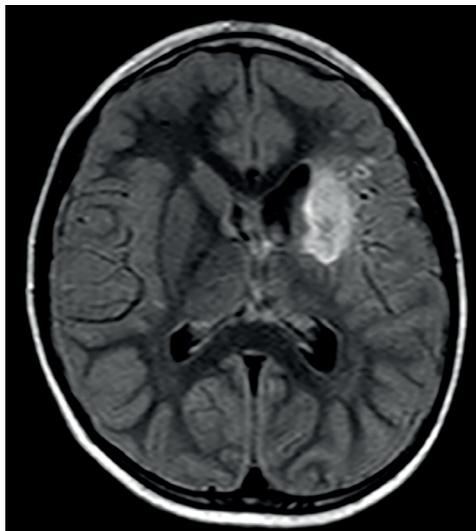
A . RM encéfalo Secuencia T2 Flair. Lesión isquémica secuelar fronto – insular y de los ganglios de la base izquierdos.
